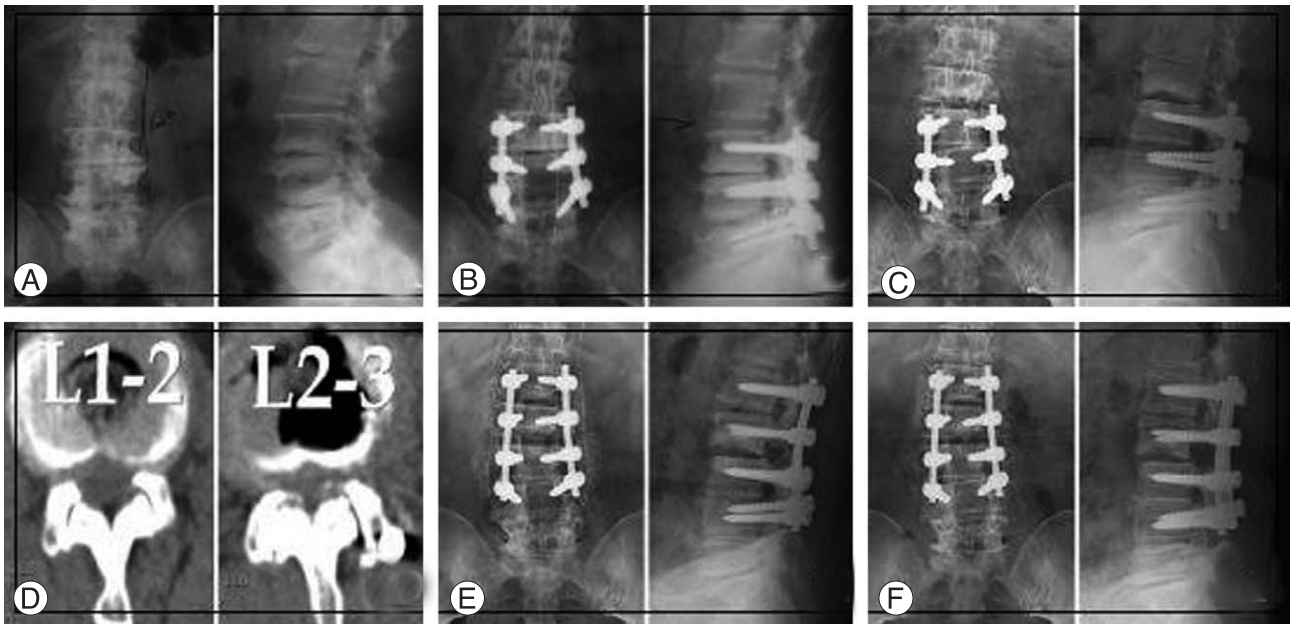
A 64 year-old female radiographs. (A) Initial radiographs show multiple osteophytes and disc space narrowing with mild scoliotic change at L3-4-5. (B) Posterior decompression and instrumented posterolateral fusion were performed. Kellgren grade II degeneration and joint space widening were noted at L2-3 on immediate postoperative radiographs. (C) At postoperative 3 years, severe endplate degeneration, disc collapse and advanced scoliosis were noted at L2-3. (D) Computerized axial tomography images show central and lateral recess type stenosis at L1-2-3. (E) Extended posterior decompression and instrumented posterolateral fusion were performed. (F) At the last follow-up, radiographs show bone union and the clinical result was good according to the modified Brodsky's criteria.
